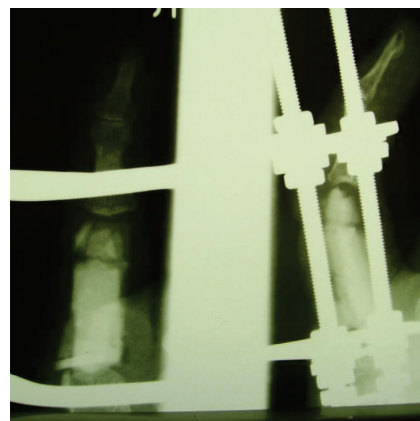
Рентгенограмма после операции
